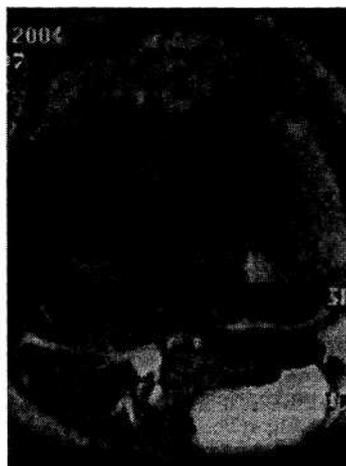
Киста Бейкера. T2-взвешенное МРТ в аксиальной проекции.
